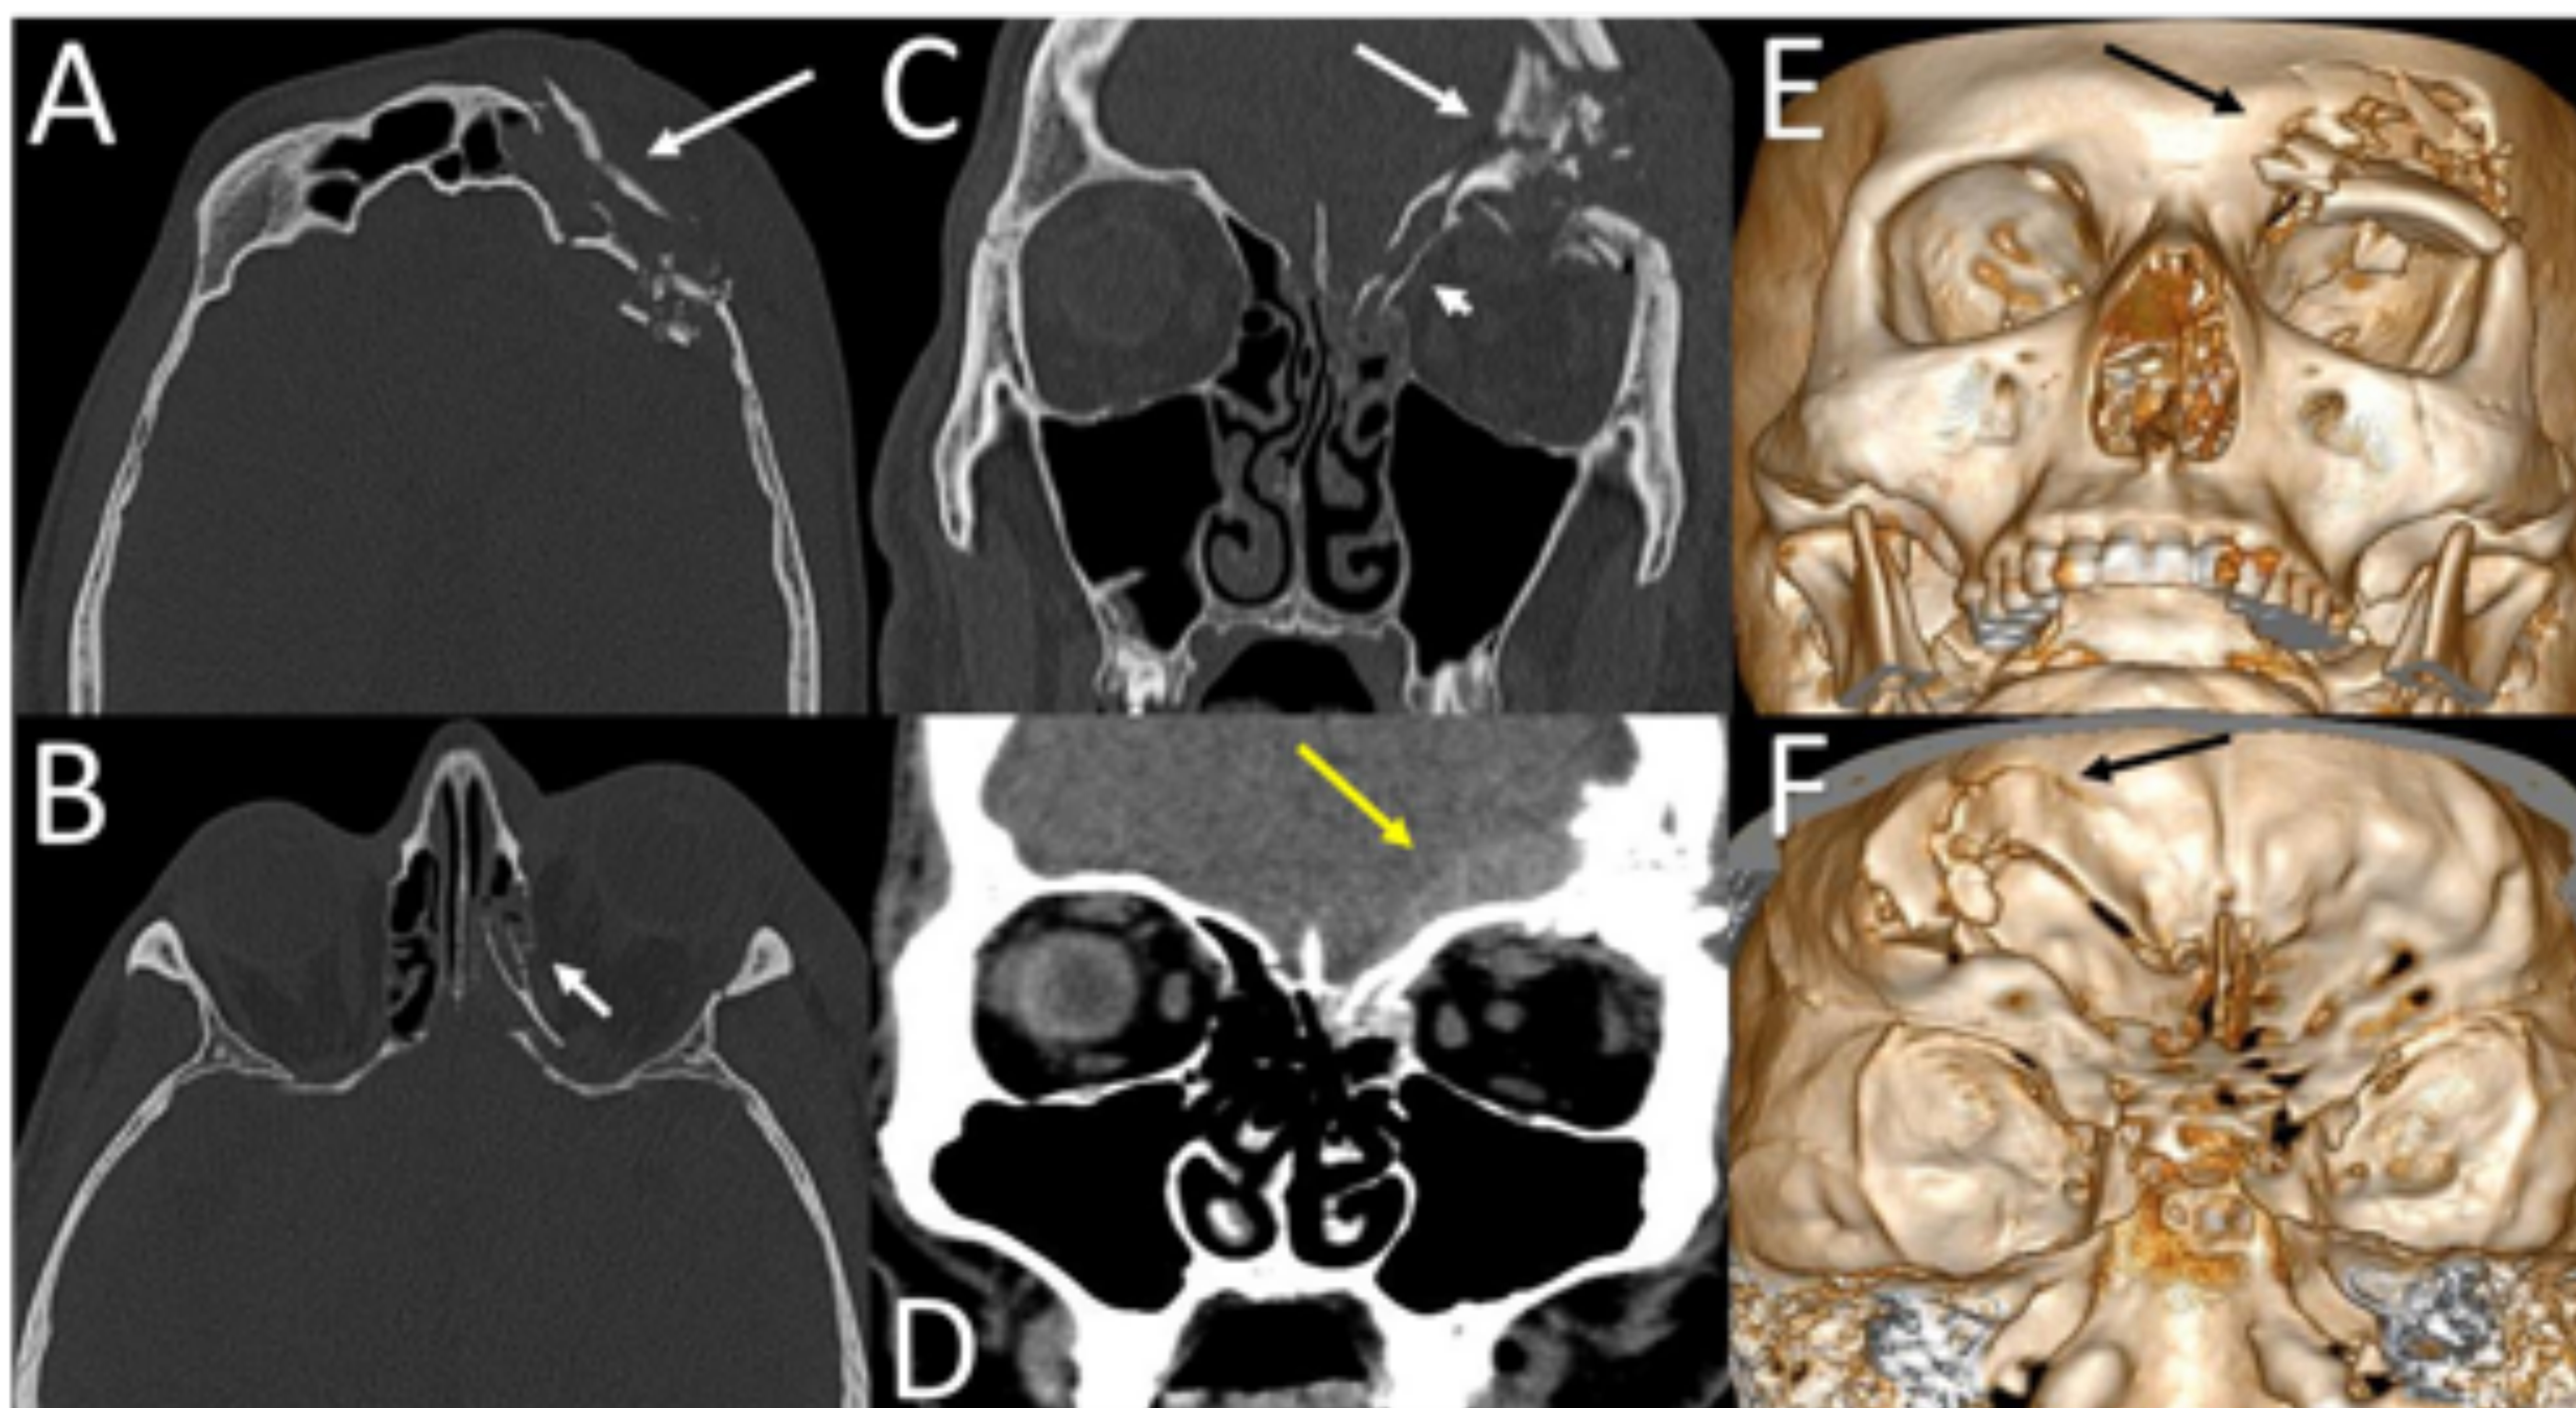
Fractura del hueso frontal con hematoma epidural. A-C: TC axial y coronal que muestran una fractura conminuta del hueso frontal izquierdo, con afectación del techo orbitario, reborde orbitario superior y de la pared anterior y posterior del seno frontal, con varios fragmentos óseos (flecha blanca grande). Algunos de estos fragmentos se encuentran desplazados hacia la cavidad orbitaria (“blow in”). Se asocia una fractura de la pared medial orbitaria (flecha blanca corta) y de la lámina cribosa ipsilaterales. D: TC coronal con ventana de partes blandas en la que se observa un hematoma epidural izquierdo en la fosa craneal anterior (flecha amarilla). E-F: reconstrucciones tridimensionales, vistas anterior (E) y posterior (F) en las que se aprecia mejor la fractura ósea frontal izquierda (flecha negra).
